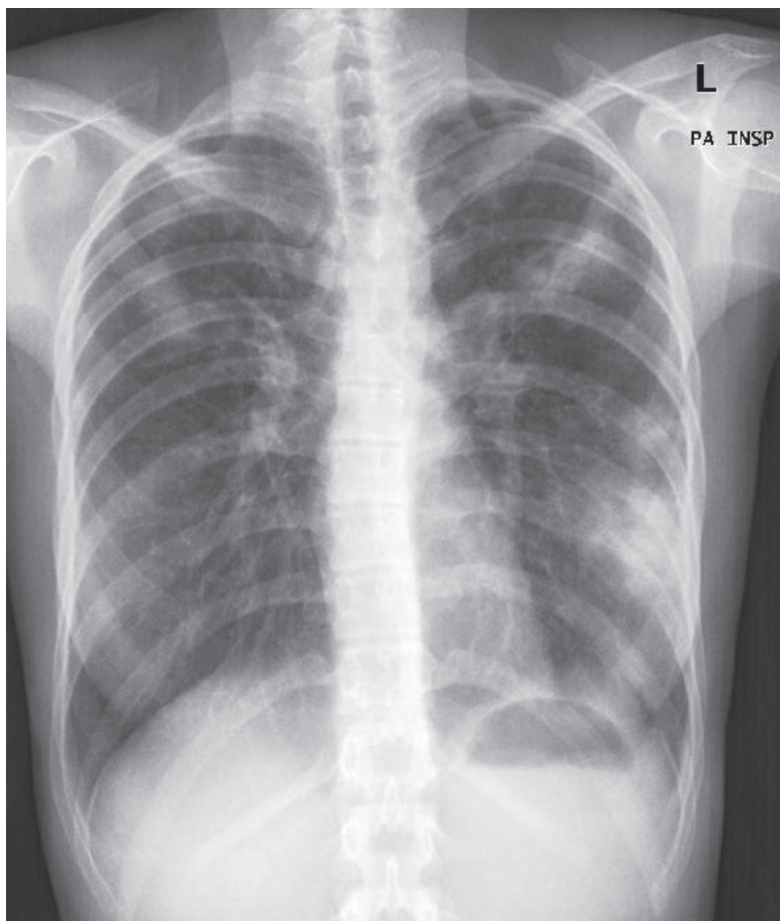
Radiografia do tórax (PA) evidenciando vários focos de consolidação
